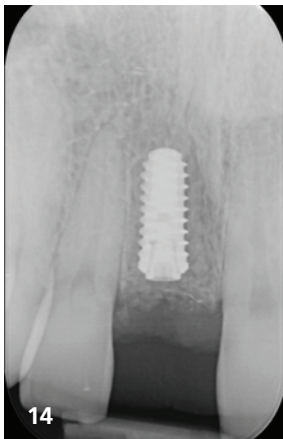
Subkrestale Implantatinserterion nach Kieferkammrekonstruktion 11. – Abb. 15: Aktive Knochenbildung auf Implantatschulter bei Röntgenkontrolle nach Freilegung. – Abb. 16: Periimplantäre Entzündung mit Fistelgang nach provisorischer Versorgung und Druckschmerzsymptomatik. – Abb. 17: Röntgenkontrolle des Hybridabutments mit Gingivalhöhe 0 mm. – Abb. 18: Entzündliche Gingiva nach Abnahme der Versorgung. – Abb. 19: Breites Design des Abutments mit Kompression des Knochens. – Abb. 20: Verlust des marginalen Knochenlevels drei Monate nach Freilegung durch Kompression des periimplantären Knochens.
